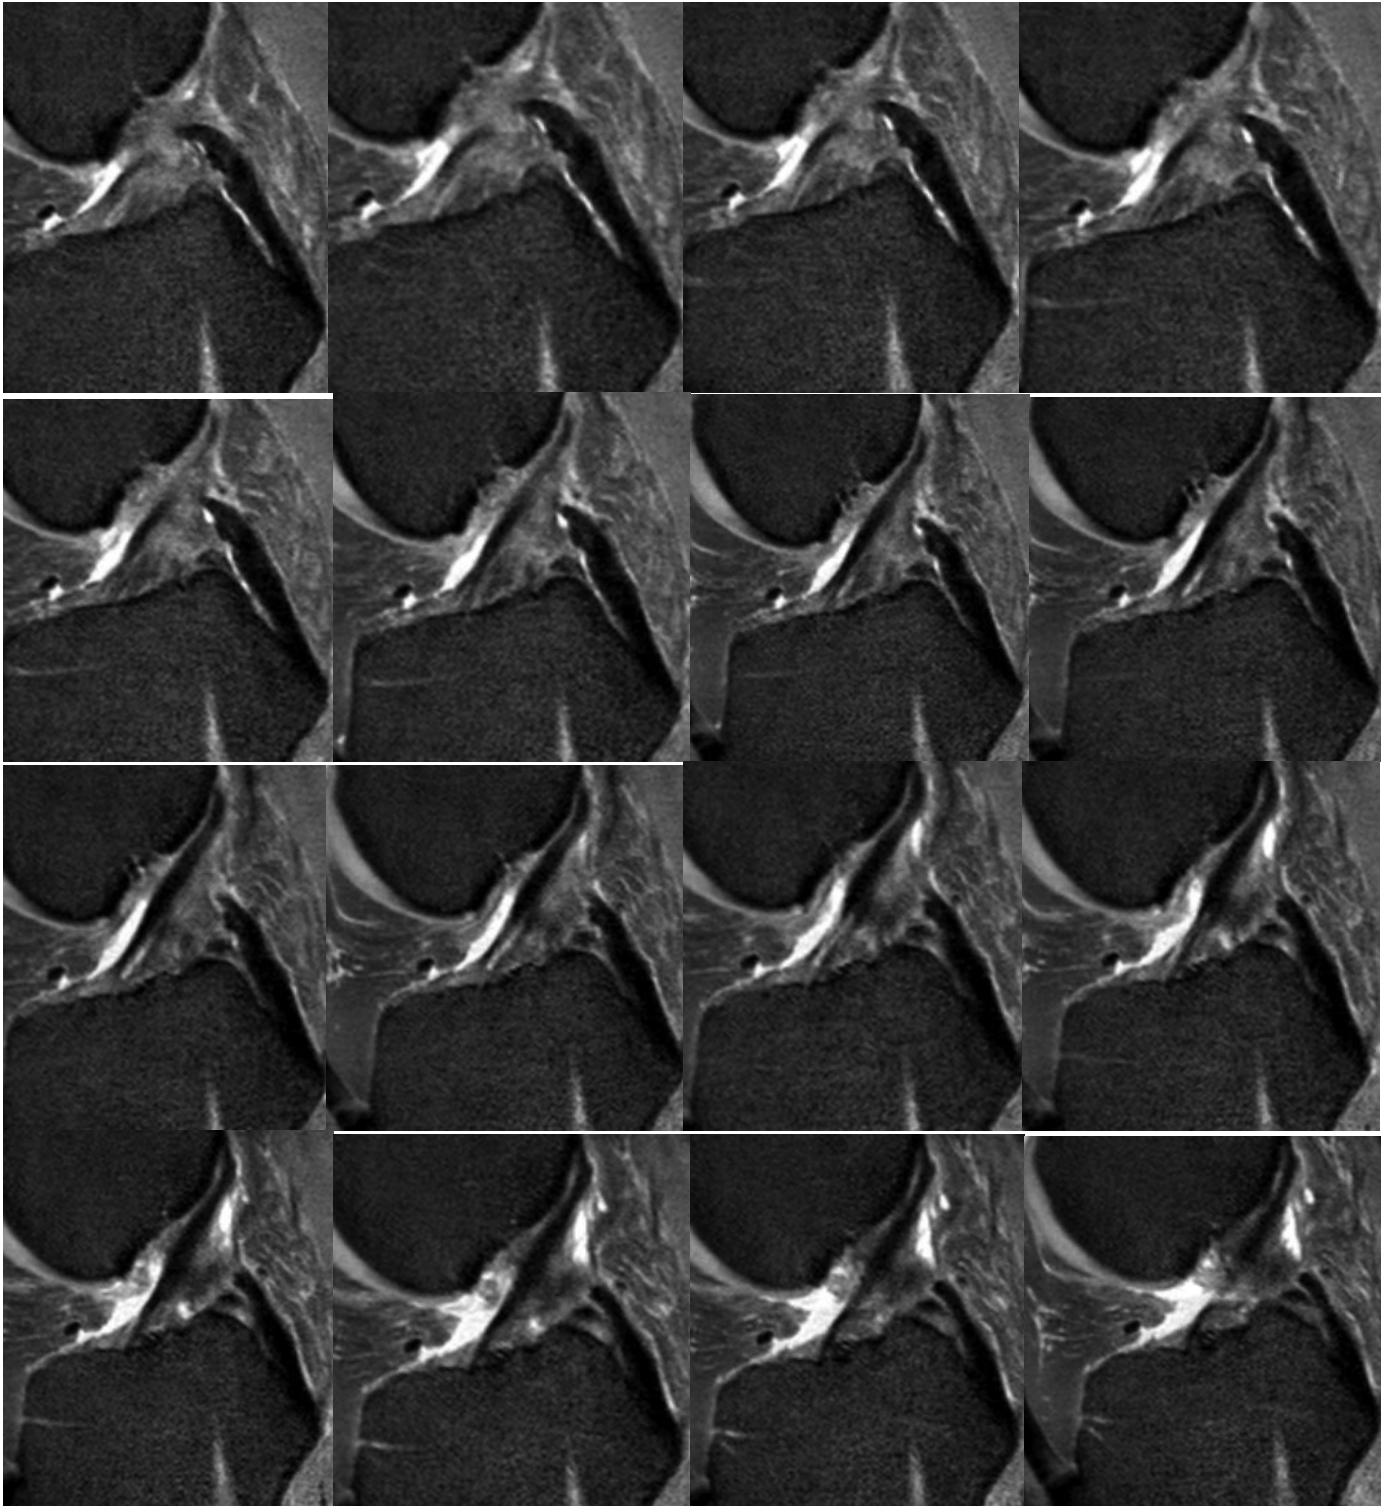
Детальна МРТ візуалізація нормальної ПХЗ у стандартній сагітальній проекції із зменшеним до 0,5 мм міжзрізовим інтервалом на високопольному томографі 3 Тесла
